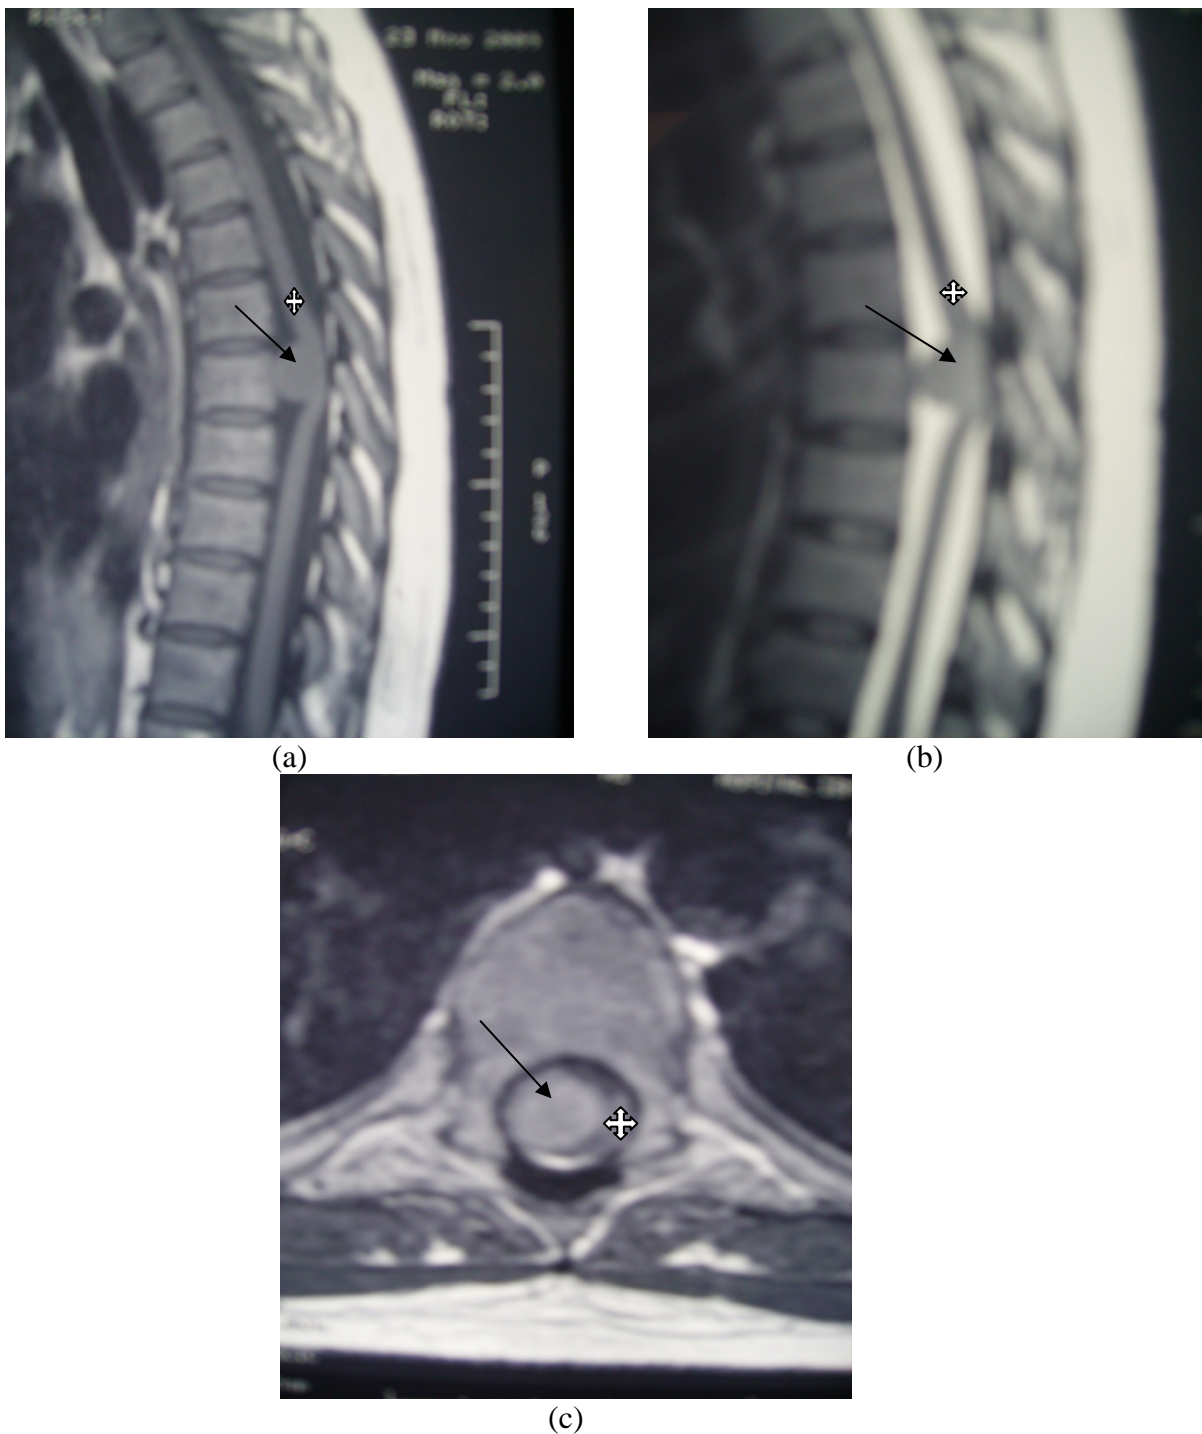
IRM rachidienne: Coupes sagittales sans injection de gadolinium en séquence T1 (a) et T2 (b) et axiale avec injection de gadolinium en séquence T1 (c), montrant un méningiome (flèche) rachidien au niveau D8 comprimant la moelle épinière (étoile) dorsale.
